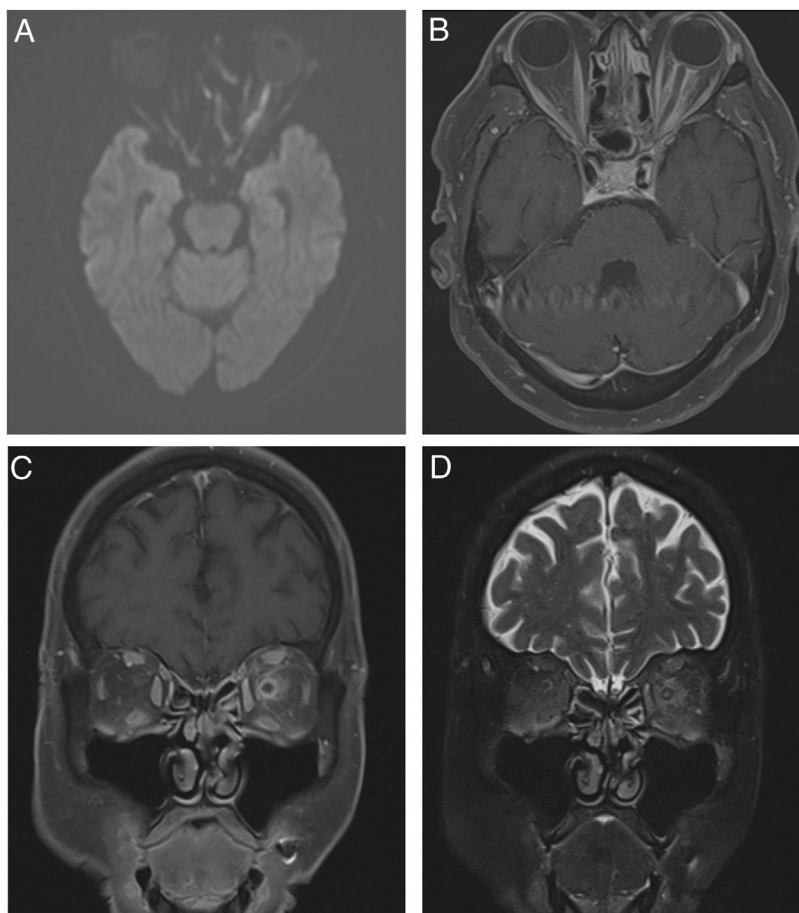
RM cerebral contrastada. A) Secuencia DWI corte axial: se evidencia hiperintensidad en la secuencia de difusión de todo el segmento intraorbitario del nervio óptico izquierdo. B) Secuencia T1 con supresión grasa corte axial: se evidencia perineuritis de nervio óptico izquierdo. C) Secuencia T1 con supresión grasa corte coronal: se evidencia perineuritis nervio óptico izquierdo con hiperintensidad en grasa intraconal y músculos extraoculares. D) Secuencia T2 corte coronal: se evidencia perineuritis y cambios inflamatorios en la grasa intraconal y músculos extraoculares.
